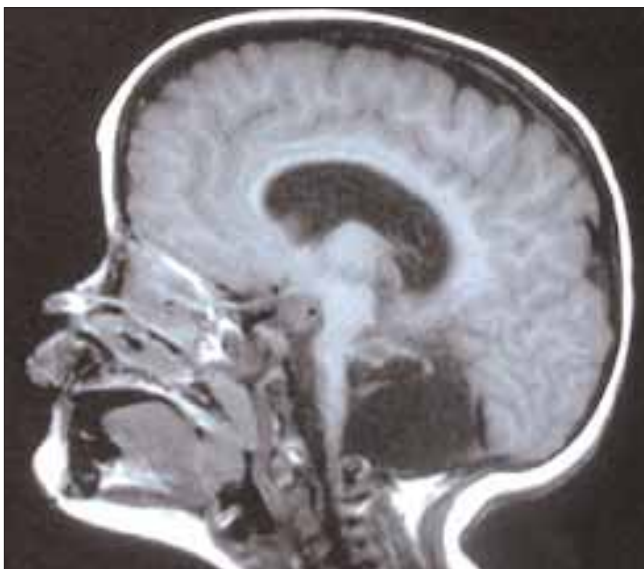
Resonancia magnética sagital que muestra la práctica ausencia del cerebelo y la hipoplasia del cuerpo caloso en un caso con trombocitopenia amegacariocítica congénita y mutación en el gen *c-mp1*.
